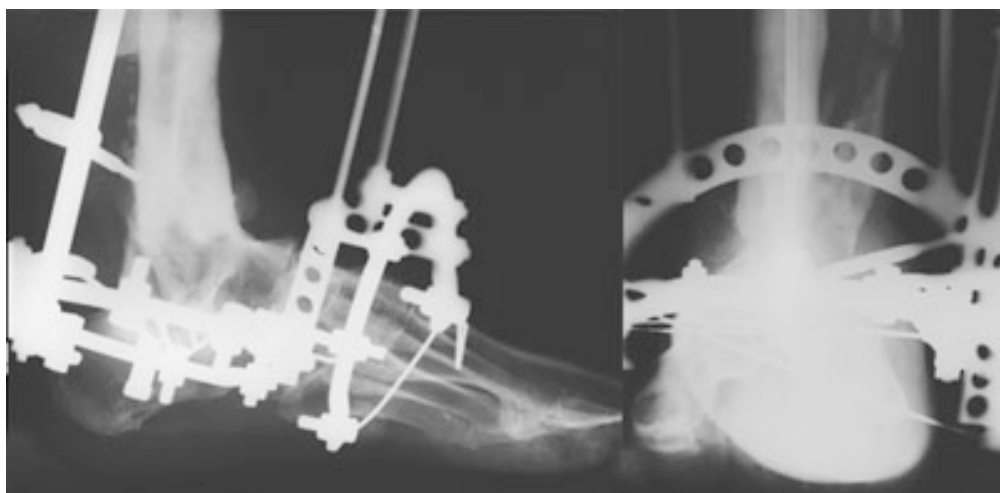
Больная А., 38 лет: а – КТ костей голени до лечения, б – рентгенограммы костей голени и стопы в процессе лечения (Patient A., 38 years: a-CT of Shin bones before treatment, b-radiographs of Shin and foot bones during treatment)
